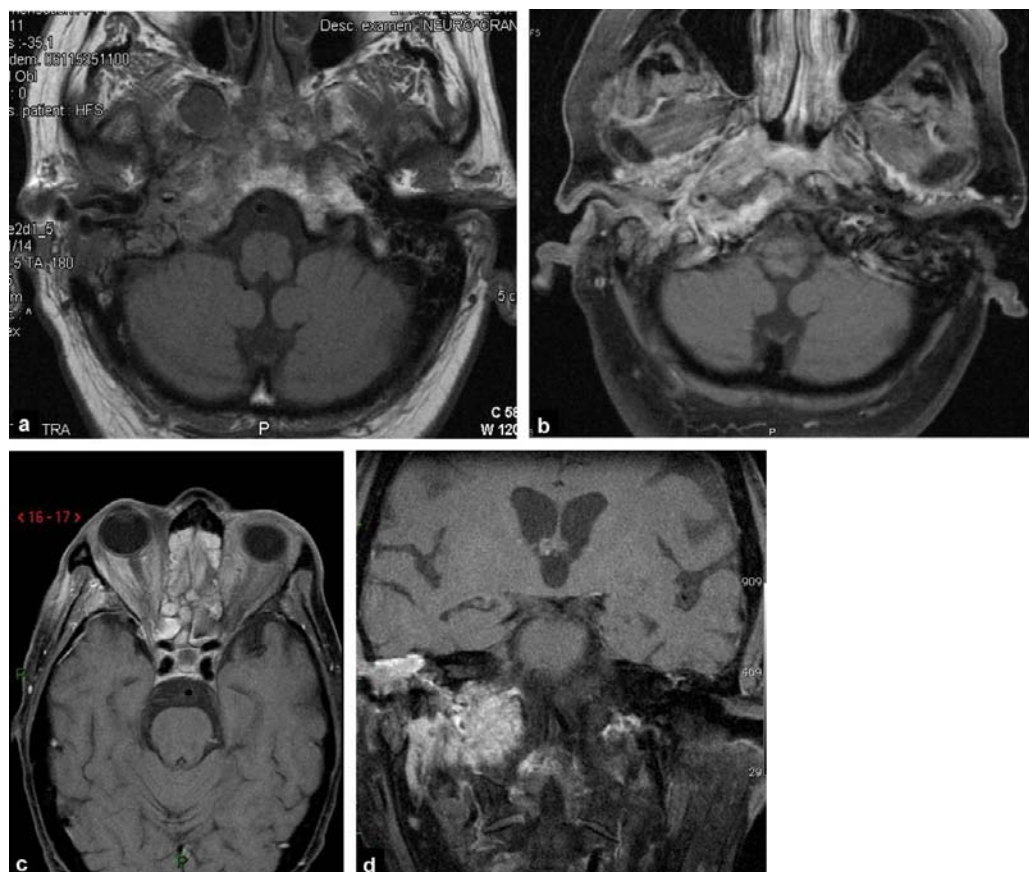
IRM : Coupes axiales sans (a) et avec injection (b et c). Coupe coronale T1 Gado Fat Sat (d).
